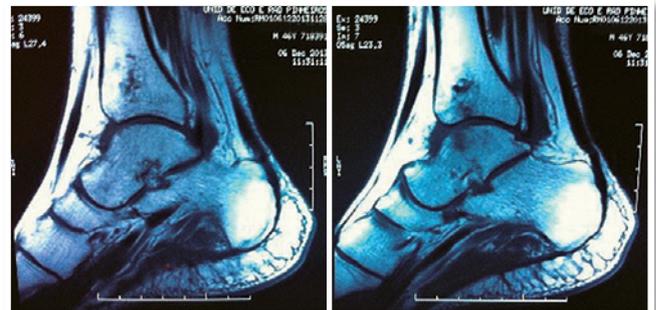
Ressonância magnética sagital T1 pós-operatória.
